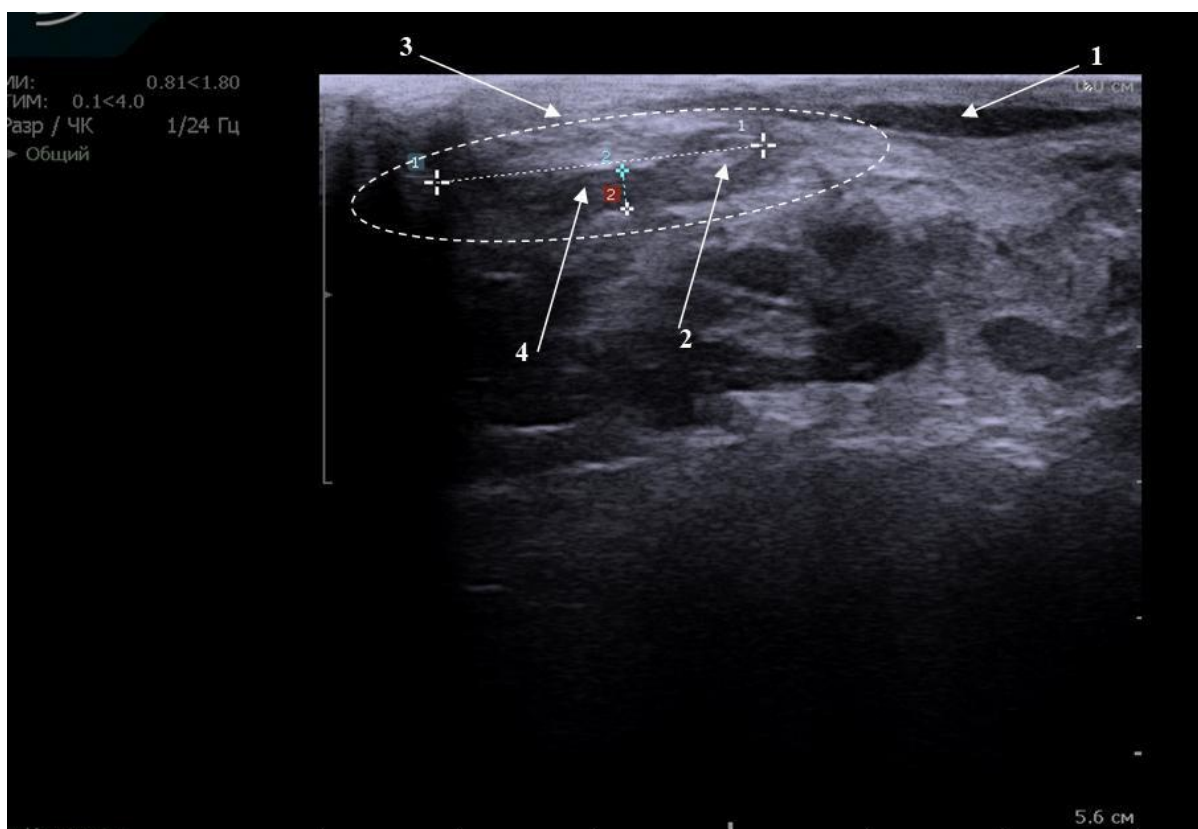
Картина ТРУЗИ исследования. Пациентка Б., 36 лет, ИБ № 2108/16 Свищевой ход проходит через глубокую порцию наружного сфинктера (1 – внутренний сфинктер, 2 – глубокая порция наружного сфинктера, 3 – поверхностная порция наружного сфинктера, 4 – свищевой ход).
